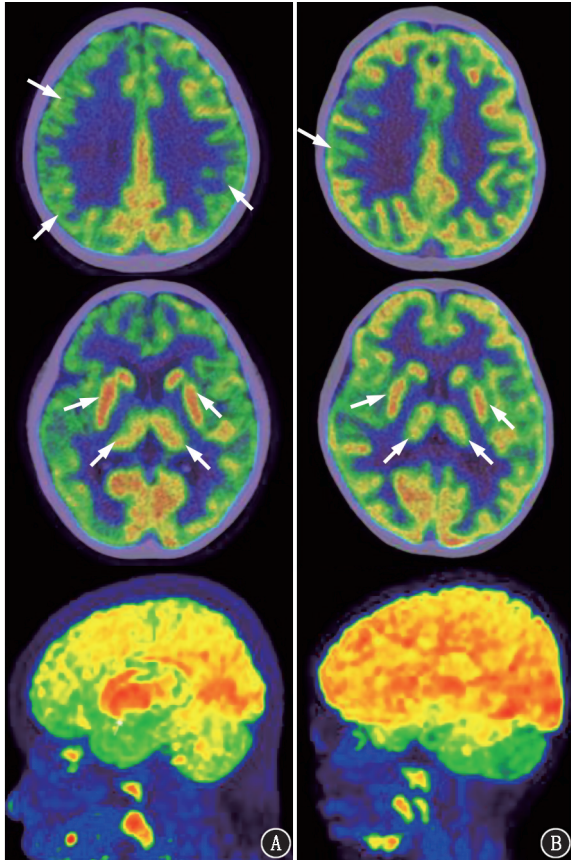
自身免疫性脑炎(AE)和非AE患儿<sup>18</sup>F-FDG PET脑显像图(各图从上到下依次为半卵圆中心层面、基底节层面、正中矢状面)。A. AE患儿(男,3岁,癫痫发作11个月余)半卵圆中心层面见右侧额叶及双侧顶叶代谢降低(箭头示),基底节层面和正中矢状面见双侧基底节和丘脑代谢增高(箭头示);B.非AE患儿(男,3岁,癫痫发作9个月余)半卵圆中心层面见右侧顶叶代谢降低(箭头示),基底节层面见基底节和丘脑代谢正常(箭头示)
